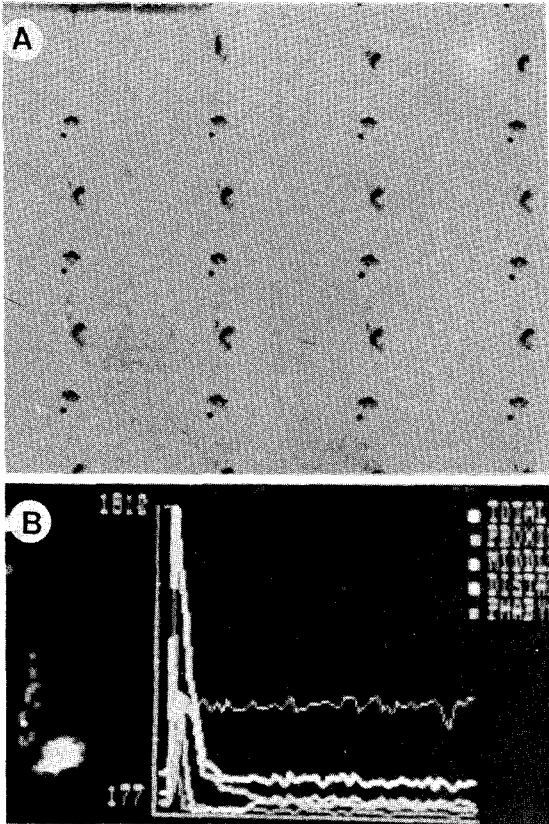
Mild grade esophageal dysfunction and tracer retention in oropharynx. A. Serial scintigraph shows tracer retention in oropharynx and to and fro movement of tracer in esophagus. B. Time activity curve of oropharynx shows increased percent retention. The ETT is 11 seconds.
